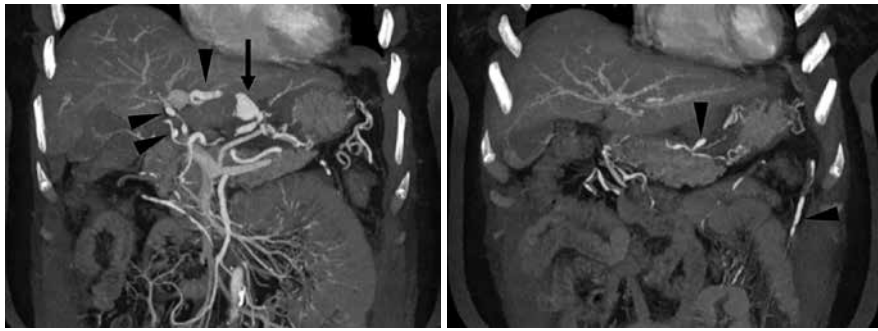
第3病日の造影CT(MIP画像)(前医CT)
